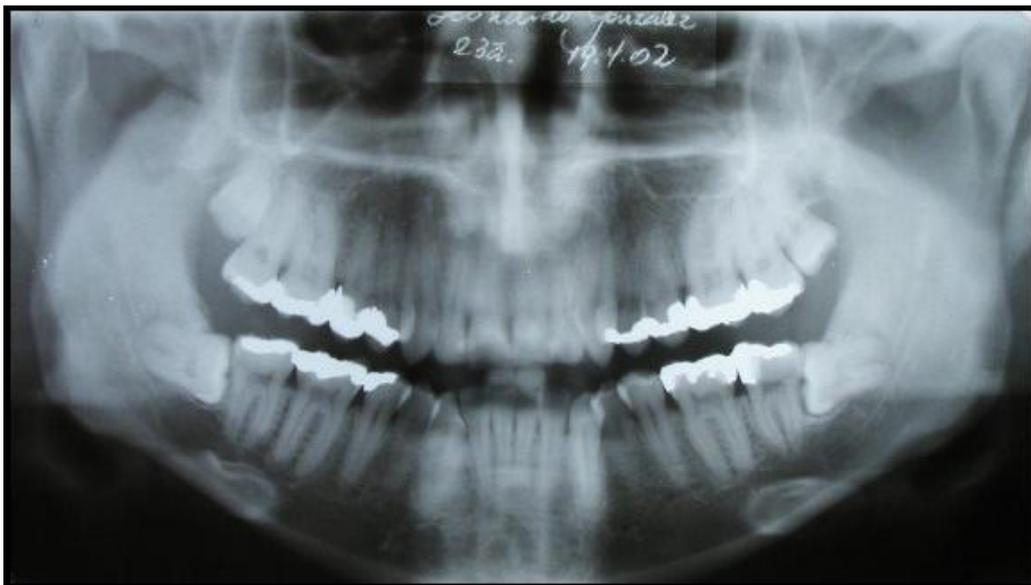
Ortopantomografía para análisis de angulación de terceros molares.
